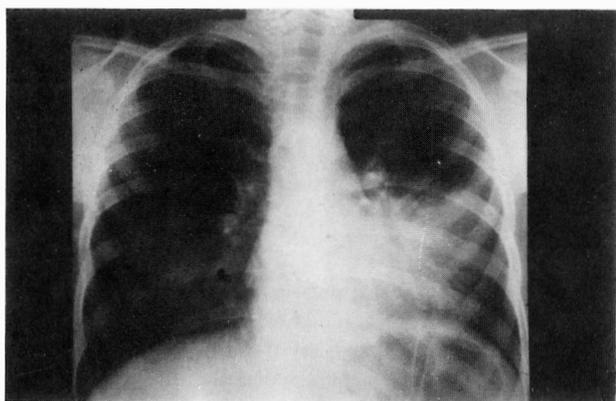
Radiografia do tórax PA – condensação heterogênea à esquerda.
